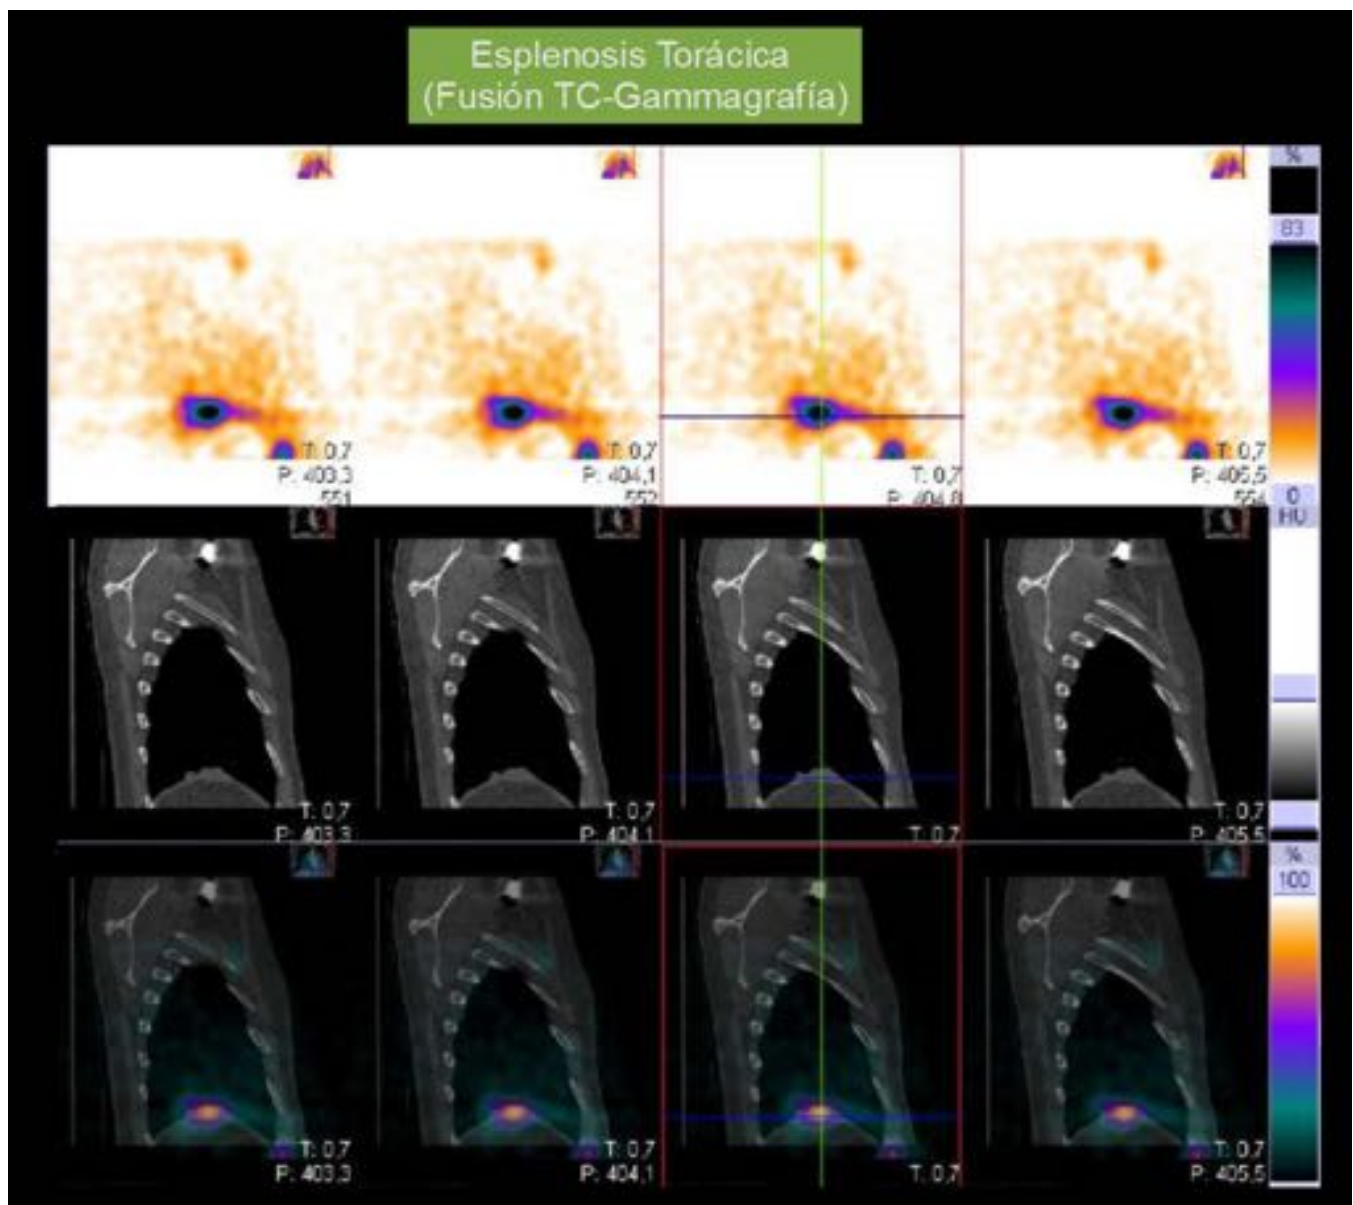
Esplenosis Torácica. (Mismo paciente de la figura 12). Fusión de TC + Gammagrafía con hematíes desnaturalizados marcados con Tc-99. Intensa captación de la lesión torácica.
